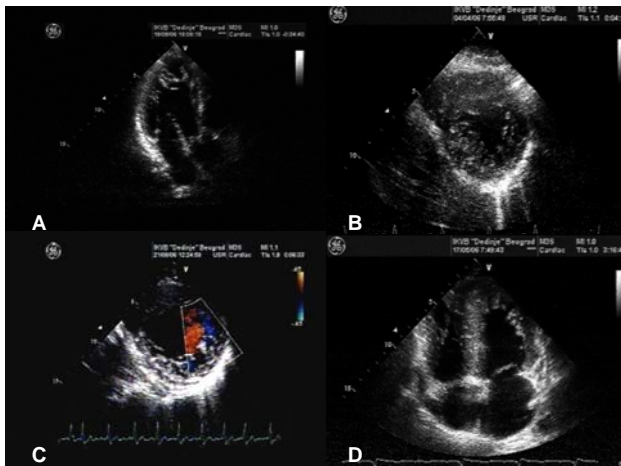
A) A 70-year-old patient with normal left ventricle cavity size and impaired ejection fraction: 3-chamber view shows deep recesses in the apical third of posterior wall; B) Routine echocardiography exam in a 37-year-old patient before operative treatment of breast tumor (parasternal short axis view shows hypertrabeculation in basal segments of inferior, posterior and lateral walls of the left ventricle); C) Parasternal short axis view shows meshwork in the middle ventricle segments of inferior, posterior and lateral walls in a 36-year-old patient with mitral valve prolapse, normal systolic function and a nonsustained ventricular tachycardia; D) Four-chamber view clearly shows deep recesses with intertrabecular spaces in the apex and in the lateral wall in a 28-year-old female on whom ablation of atrial fibrillation was performed
